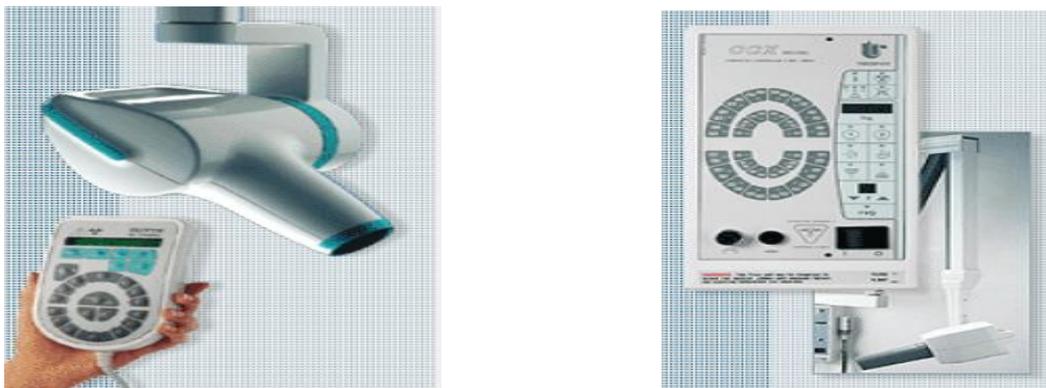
Radiographie numérique bidimensionnelle (59)
